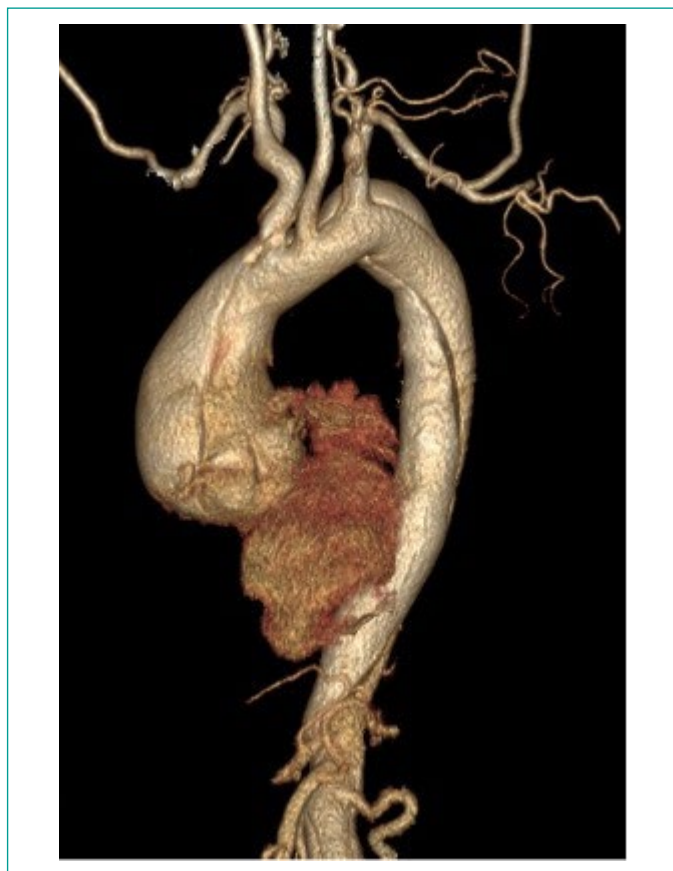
Reconstrucción de angiotomografía que muestra la dilatación de raíz aórtica.
